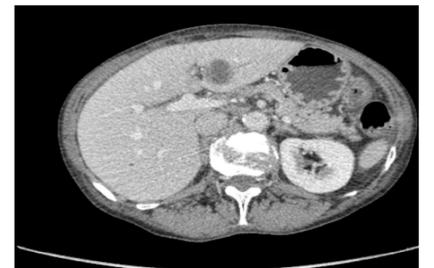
TC TAP con respuesta parcial tras inicio de tratamiento con Pembrolizumab
